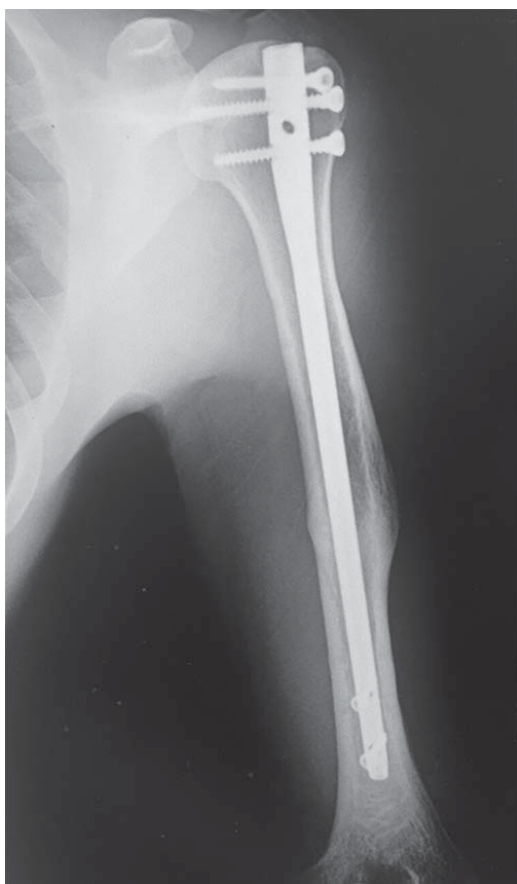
X-ray image (8 months after surgery)
